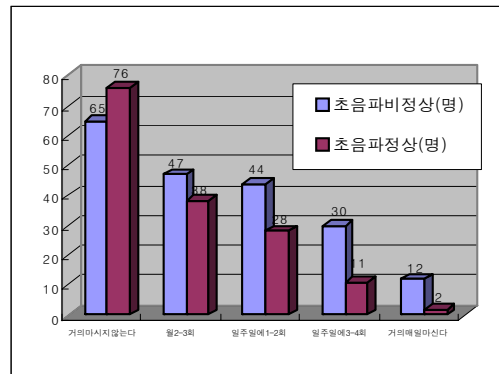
음주빈도에 따른 초음파검사 소견의 분포
